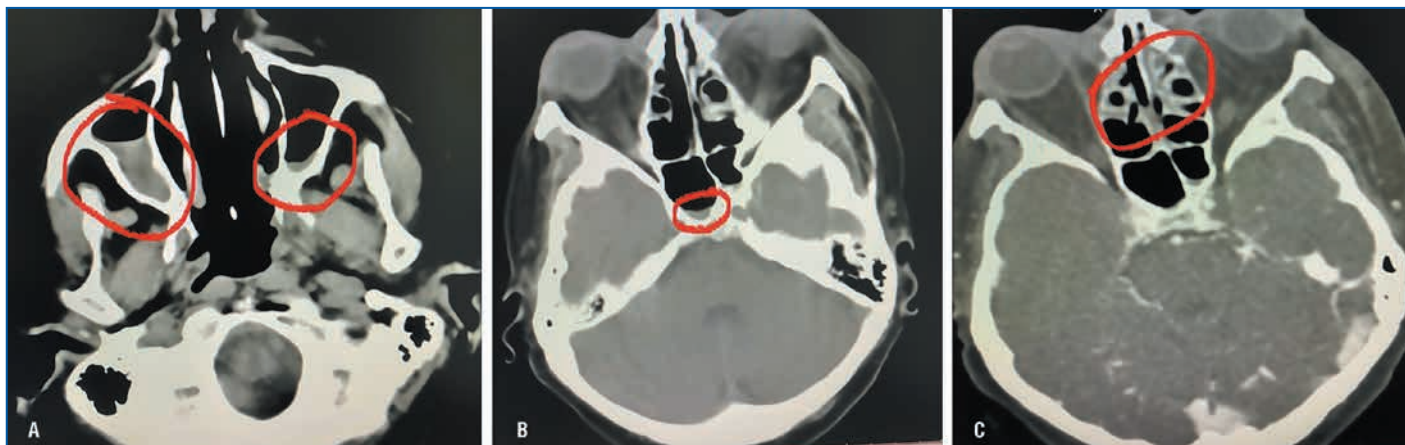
Пациентка П., 61 год. Данные КТ: признаки верхнечелюстного синусита (А), сфеноидита (В), этмоидита (С)
